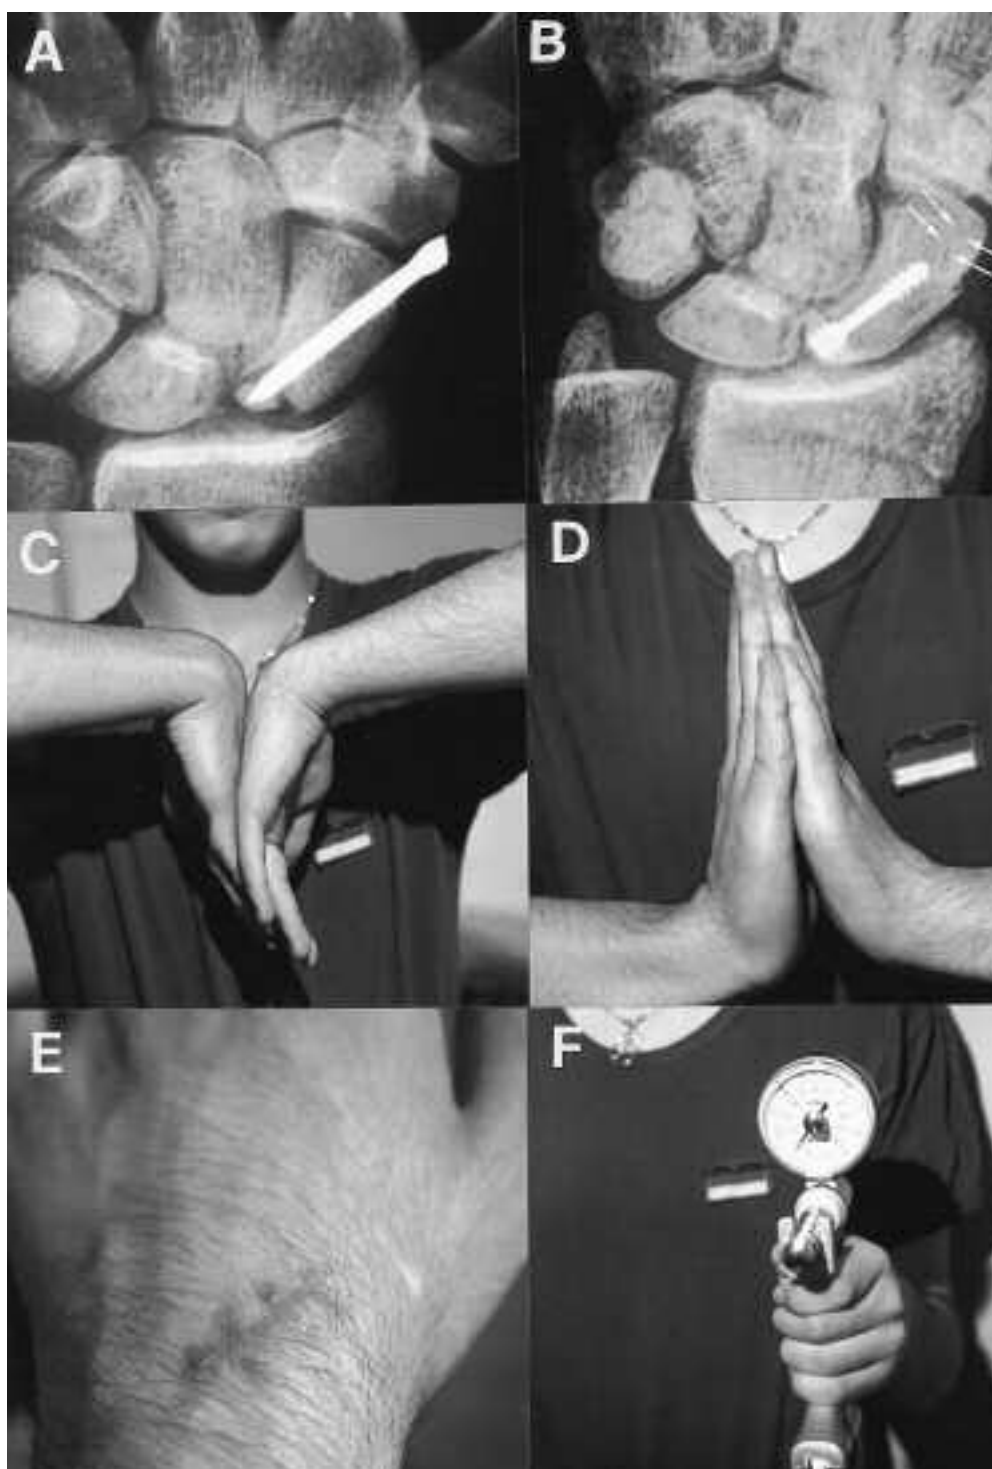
Frattura del polo prossimale dello scafoide trattata con osteosintesi per via volare (A). È evidente la mancata riduzione della frattura che non appare adeguatamente stabilizzata dal mezzo di sintesi introdotto in senso distoprossimale. Il controllo radiografico a sei mesi, dopo osteosintesi con vite di Herbert e previa rimozione del precedente mezzo di sintesi, eseguito per via dorsale in senso prossimo-distale, mostra la perfetta riduzione della frattura e la stabilizzazione dei frammenti. Le frecce indicano il tragitto del precedente mezzo di sintesi non ancora completamente riabilitato. Il controllo clinico (C - D) dimostra l'ottima ripresa della motilità attiva del polso ed il buon recupero della forza (F).
